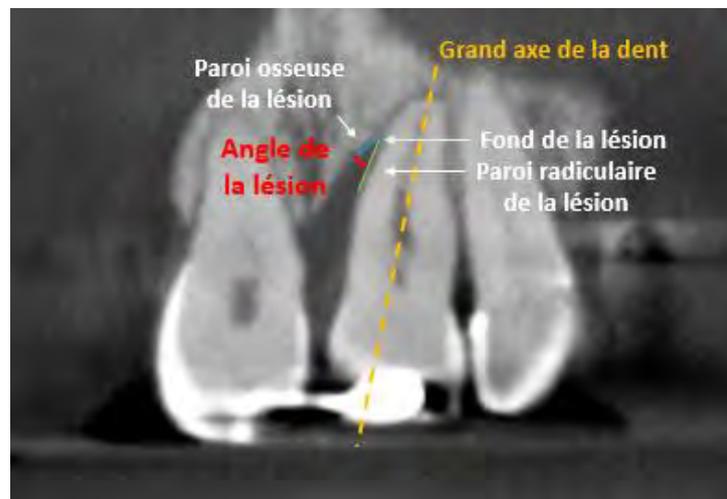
Méthode de mesure de l'angle que forme la lésion infra-osseuse avec la dent sur la radiographie (examen radiographique du Dr CALVO)
